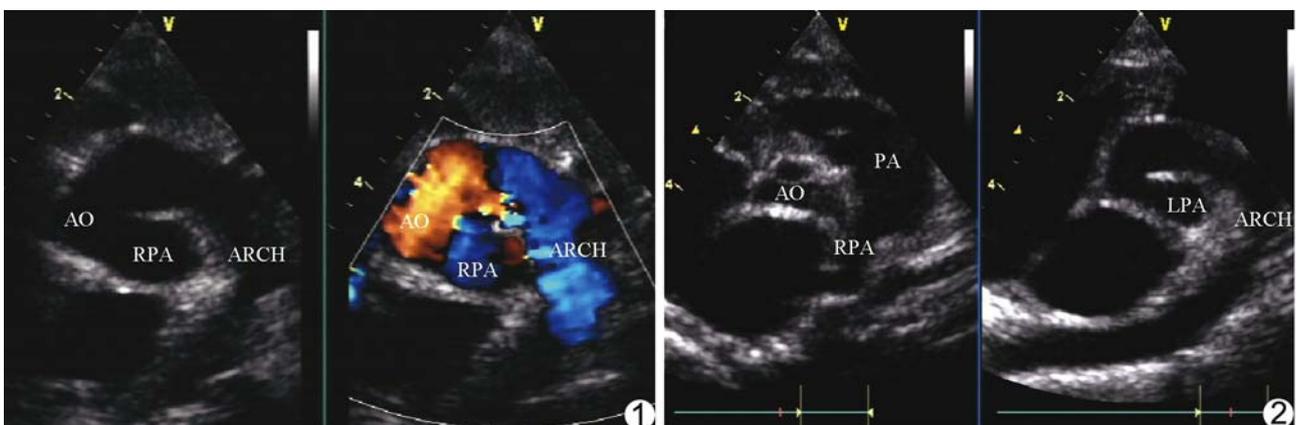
超声心动图示右肺动脉起源于升主动脉 图 2 超声心动图示左肺动脉起源于升主动脉 (ARCH:主动脉弓;AO:主动脉;PA:肺动脉;RPA:右肺动脉;LPA:左肺动脉)
